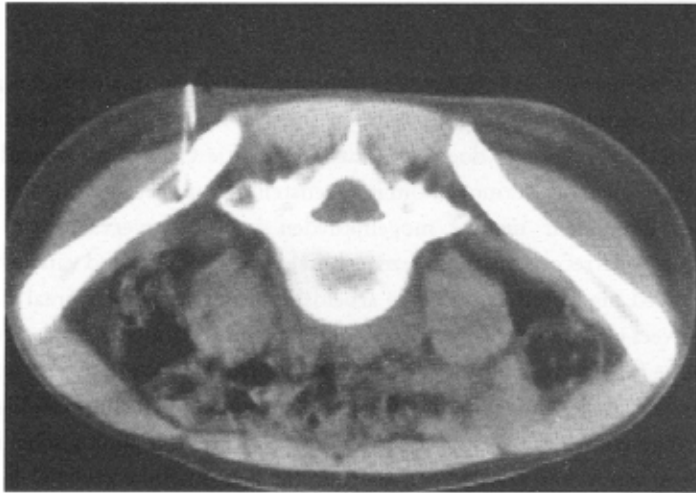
CT biopsie van patiënt (in buikligging) met intraossale non-Hodgkin haard.
